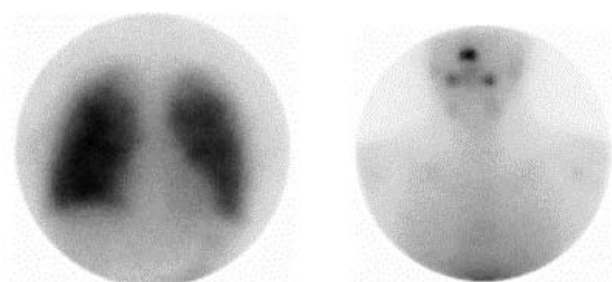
Images de métastases pulmonaires d'un cancer thyroïdien après administration de 3.7 GBq (100mCi) d'iode-131 (à gauche). Le même patient réexaminé deux ans plus tard est indemne de lésion néoplasique sur la scintigraphie diagnostique (à droite). Pour certains types de métastases, l'iode-131 réalise une irradiation particulièrement sélective. Cette sélectivité est unique dans le cadre des applications thérapeutiques des radionucléides en sources non scellées.
